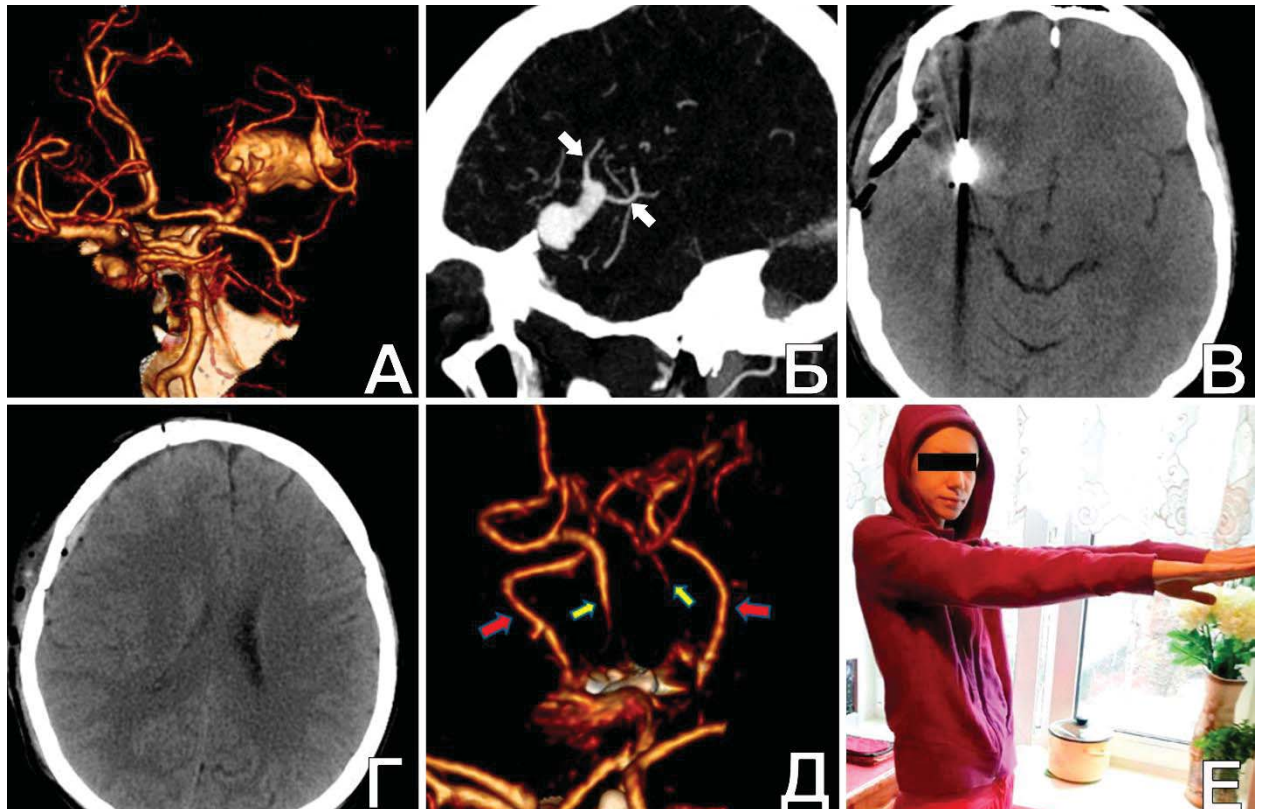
Треппинг с иссечением крупной ФА М2-сегмента СМА после создания двух ЭИКМА у пациентки Т., 27 л. А. КТ (3D) д/о: определяется крупная ФА правой СМА. Б. КТА (МIP) до операции: две эфферентные ветви указаны стрелками; В. КТ п/о: отмечается небольшая венозная отечность правой лобной доли; Г. КТ п/о: в полушарии головного мозга ишемических очагов не определяется. Д. КТА п/о: красными стрелками указаны М2-ветви, которые при треппинге аневризмы были не задействованы, желтыми – две М2-ветви, которые были реваскуляризированы за счет ЭИКМА. Обращает внимание, что шунты не контрастируются и указанные М2-ветви заполняются ретроградно за счет лептоменингеальных анастомозов; Е. вид пациентки через 14 дней после операции: неврологически без симптоматики
